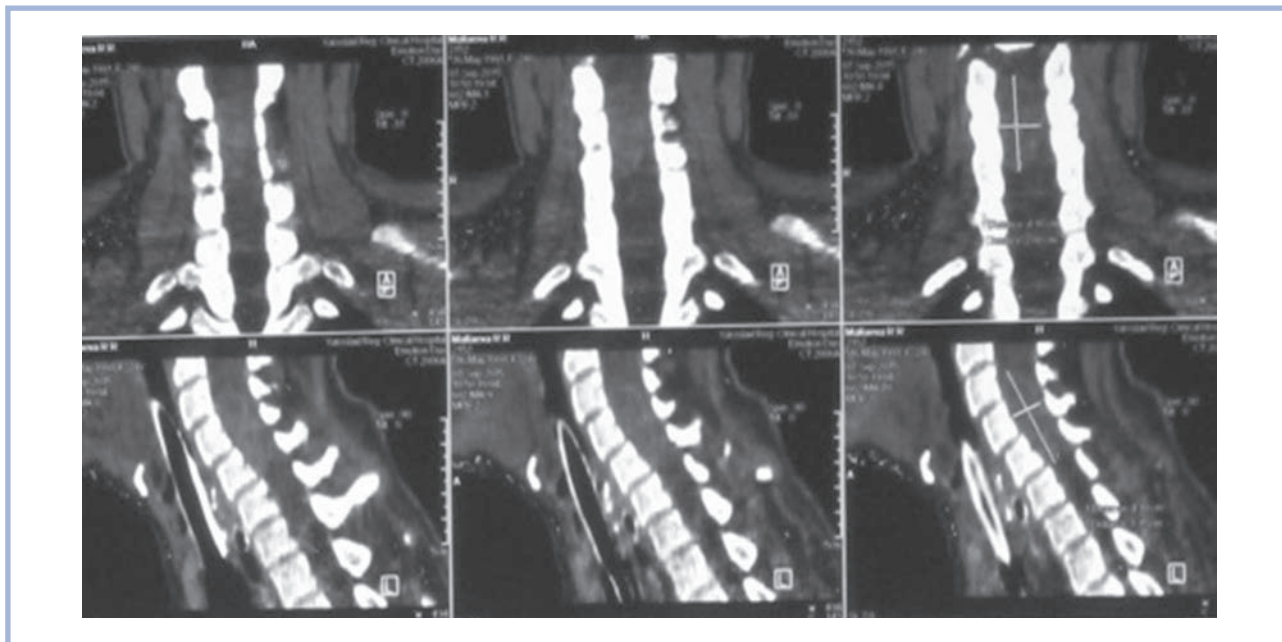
СКТ шейного отдела позвоночника. Видно крупное экстрамедуллярное объемное образование, расположенное вентрлатерально на уровне С3—С5 позвонков справа, с выраженной компрессией спинного мозга.
